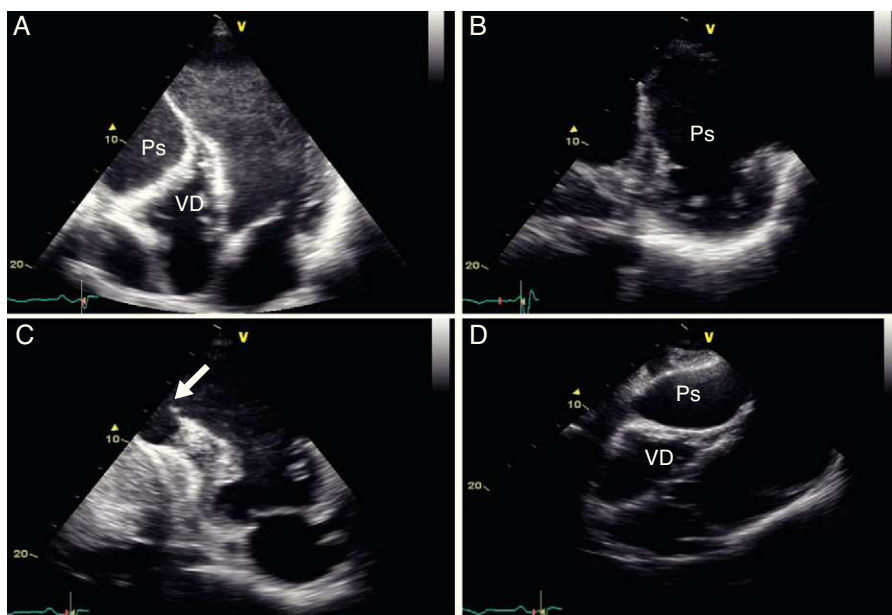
Ecocardiograma transtorácico bidimensional, incidência apical 4 cavidades (painel A), eixo curto (painel B), apical 2 cavidades (painel C) e subcostal (painel D), evidenciando a presença de pseudoaneurisma (Ps) ventricular esquerdo, de colo estreito (seta) e extensão ínfero-posterior, comprimindo o ventrículo direito (VD).
